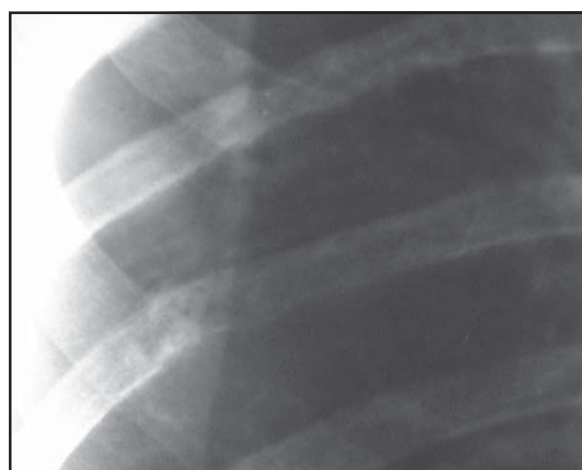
Б. Фрагмент прицельной рентгенограммы ребер. MTS в IVи V ребра справа (обведено). Патологический перелом V ребра справа (стрелка).
